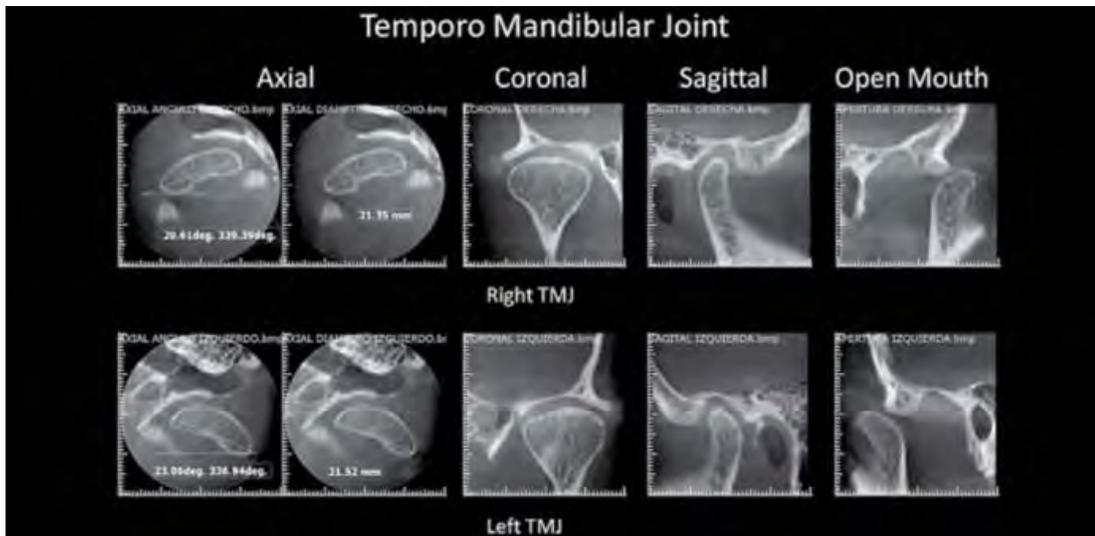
TC Cone Beam de la ATM derecha e izquierda en los planos axial, coronal y sagital, en boca abierta y cerrada.²⁴
